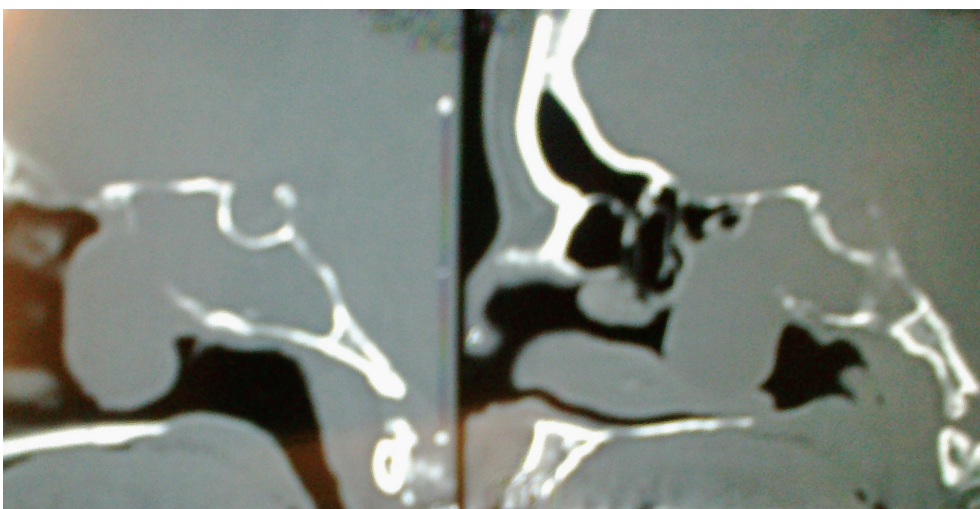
КТ-изображение в сагиттальной проекции
